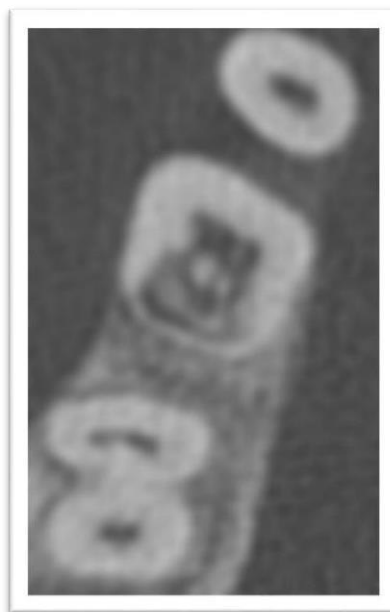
Una tomografía computarizada de un importante primer molar inferior con reabsorción cervical. La reabsorción se puede ver distalmente a la cámara de la pulpa en el nivel del hueso marginal. Las limitaciones de la resolución hacen difícil determinar si la reabsorción ha perforado en la pulpa. Fuente: Endodontics Topics
